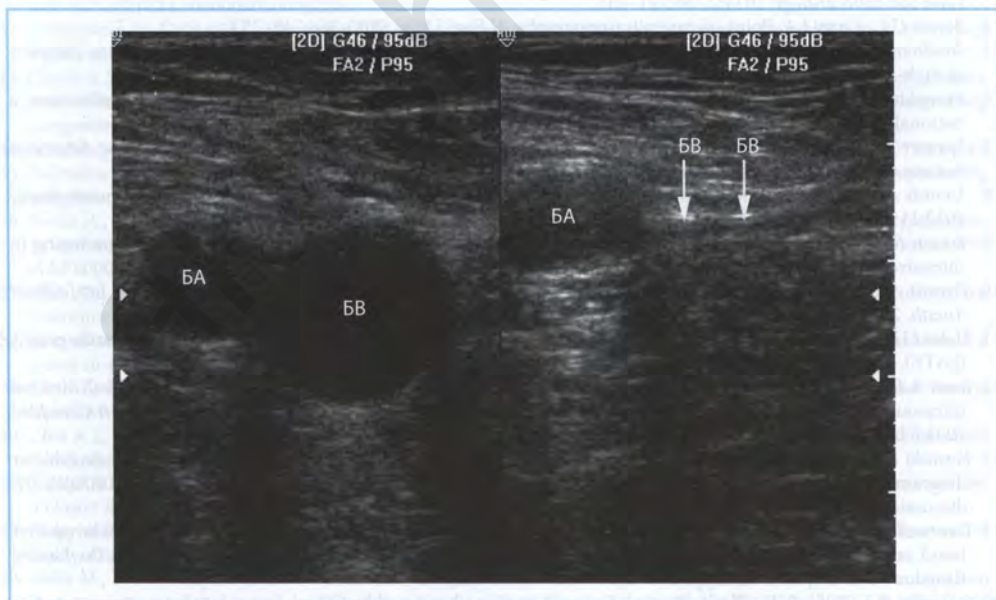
Ультразвуковое исследование бедренной вены и артерии. На рисунке справа показан момент компрессии БВ ультразвуковым датчиком (отмечено стрелками). БА — бедренная артерия; БВ — бедренная вена. (Воспроизведено с разрешения из: Blaivas M. Ultrasound in the detection of venous thromboembolism. *Crit Care Med.* 2007;35[suppl 5]:S224–S234)
